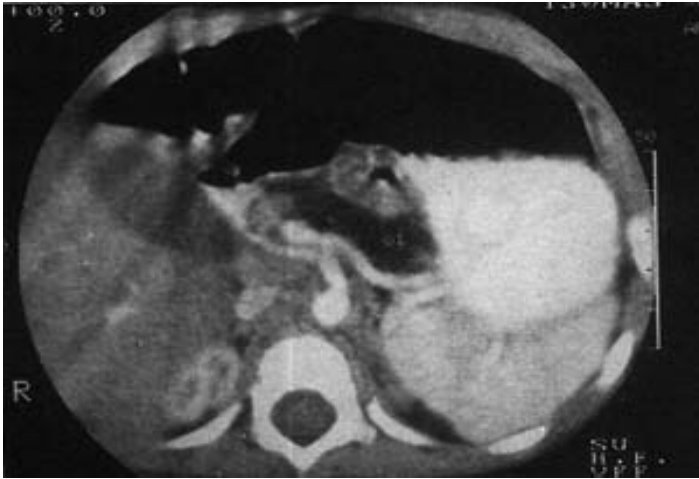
TAC contrastada de páncreas. Persiste densidad baja (-36 U.H.), lo que corrobora el diagnóstico de lipomatosis pancreática.
